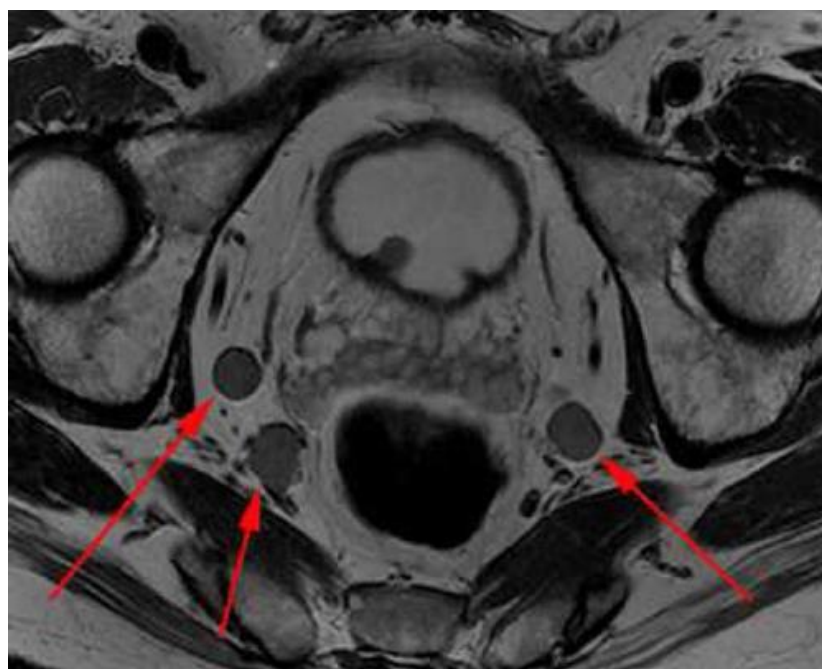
IRM pondération T2 : adénomégalies obturatrice droite et pelviennes.
